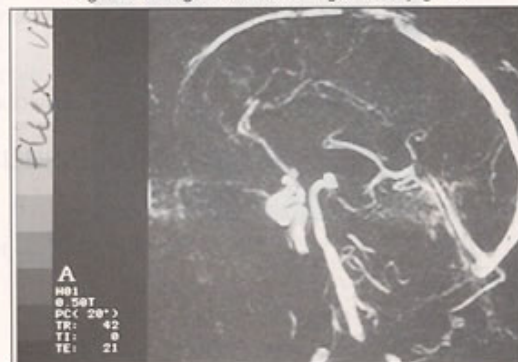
Angio-IRM (3DTOF) : sinus veineux intracrâniens.
